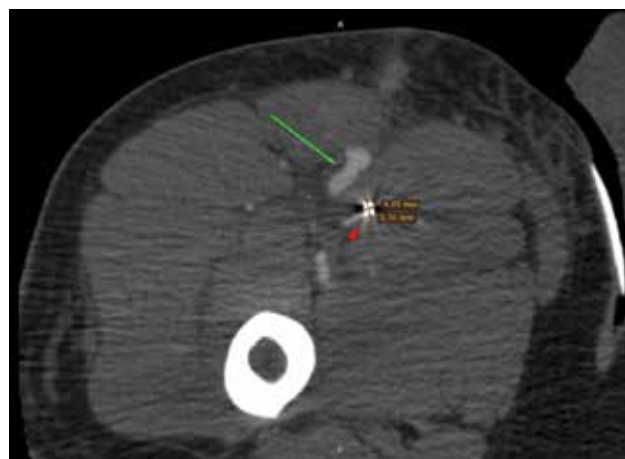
МСКТ с контрастированием правой нижней конечности (аксиальная проекция). Зеленая стрелка – АВФ, красная стрелка – осколок (5.7x4 мм).
